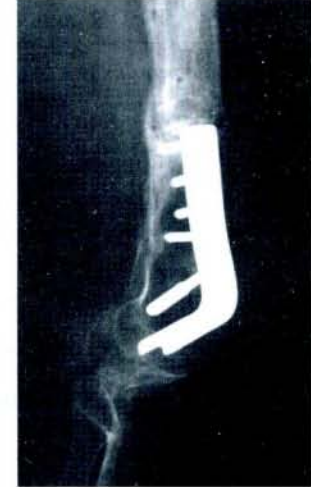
Postoperatif 6. aydaki kontrol grafisi
